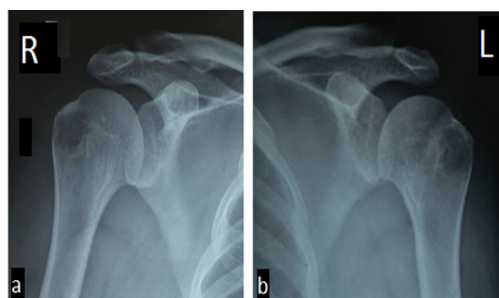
Больная Х. 1988 г.р., Киста головок обеих плечевых костей. Рентгенограмма обоих плечевых суставов в прямой проекции (а, b)
